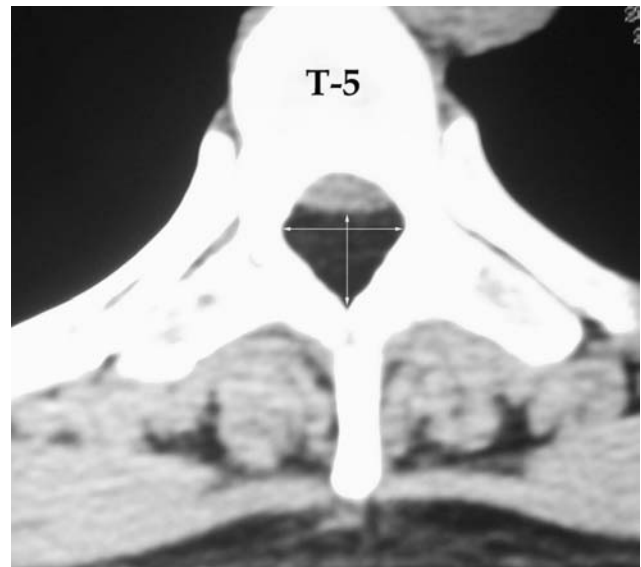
Estudio por TAC en proyección axial a nivel D5, área de máxima compresión medular. La masa, de densidad grasa, ocupa los tres cuartos posteriores del canal raquídeo y desplaza el cordón medular hacia delante.
